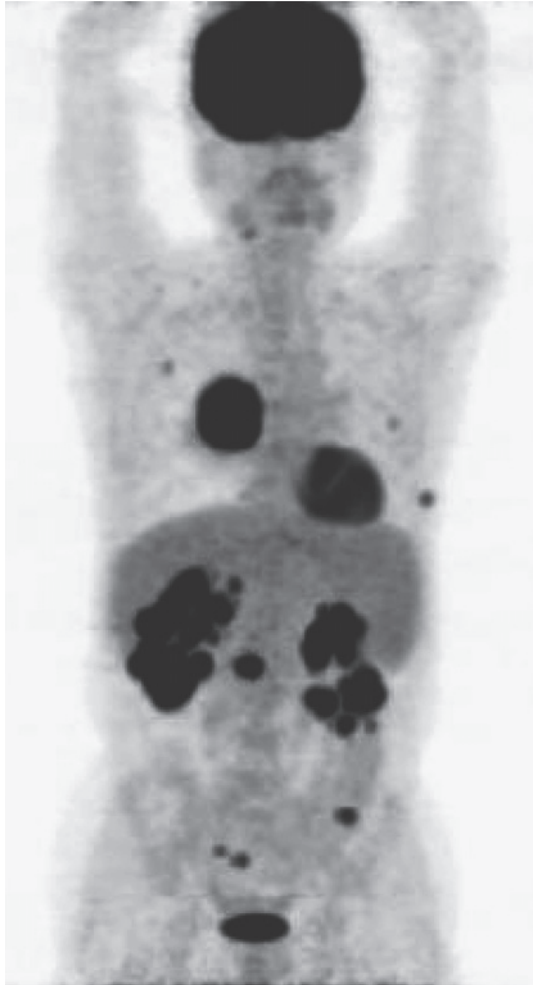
An FDG-PET image shows abnormal accumulation of FDG in the chest wall, pancreas, peritoneum, submandibular lymph nodes, a part from lungs and kidney.
